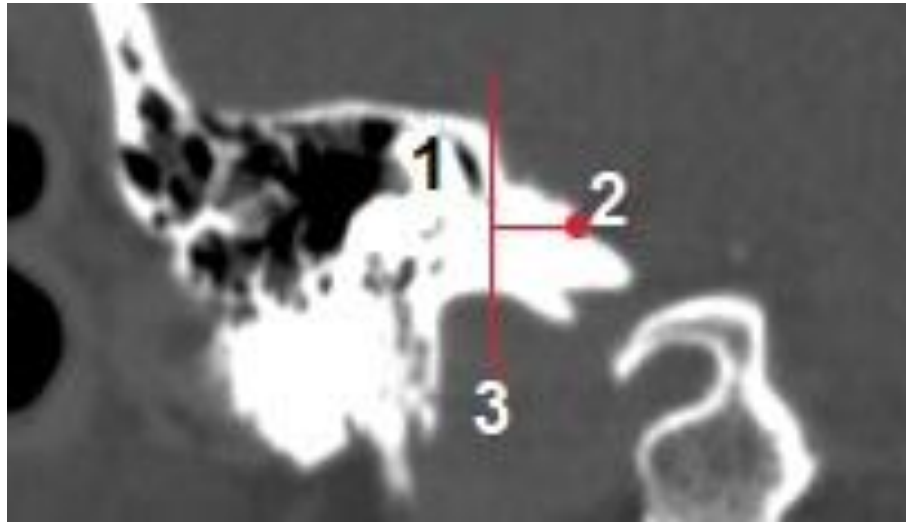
Определение границы резекции заднего края ВСК на КТ во фронтальной проекции: 1 – лабиринт; 2 – задний край внутреннего слухового прохода; 3 – граница резекции
